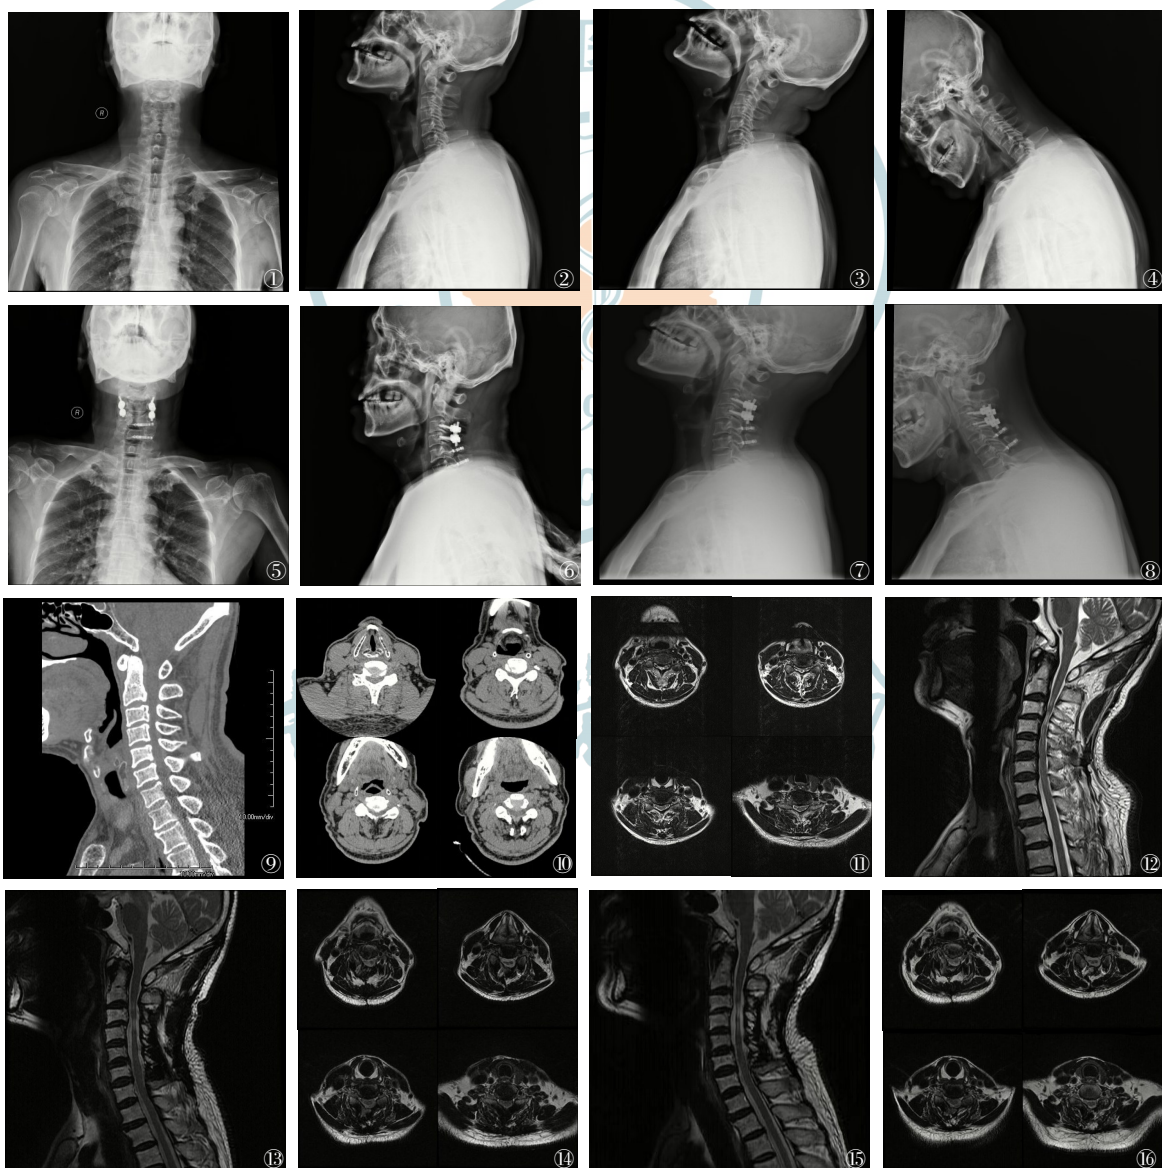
~16 男,58岁,颈椎外伤伴脊髓损伤,行颈椎后路C_{3~6}单开门椎管扩大成形、C_{3~4}侧块钉棒固定、C_{5~6}迷你钛板内固定术;图1~4 术前正位、侧位及动力位X线;图5~6 术后正位、侧位X线;图7~8 术后18月动力位X线,显示C_{3~4}节段已融合,C_{4~7}节段仍保留有一定活动度;图9~12 术前CT/MRI,显示发育性颈椎管狭窄,白色箭头标示C_{3/4}脊髓内高信号,说明该节段失稳;图13~14 术后9月MRI,显示脊髓无受压;图15~16 术后3年MRI,显示脊髓无受压
